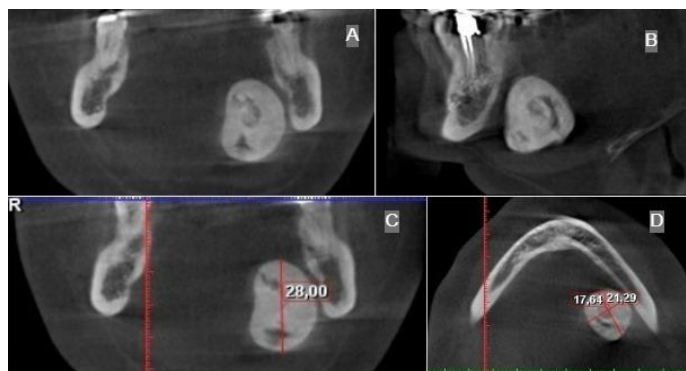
Coronal (A, C), sagittal (B) and axial (D) section tomographic images of left submandibular sialolith.
